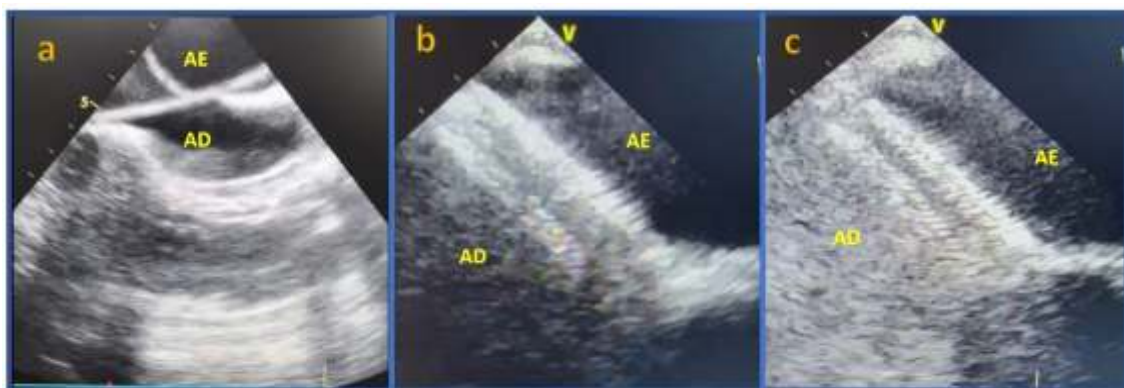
Ecocardiograma transesofágico (90°); a -Passagem de cateter pelo FOP ; b- Implante de prótese; c-Teste com microbolhas sem shunt residual AD- átrio direito; AE- átrio esquerdo
